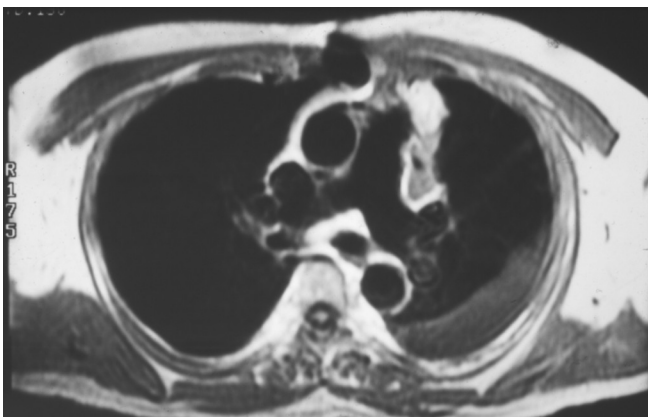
IRM sin presencia de trombos de localización central corte axial.
